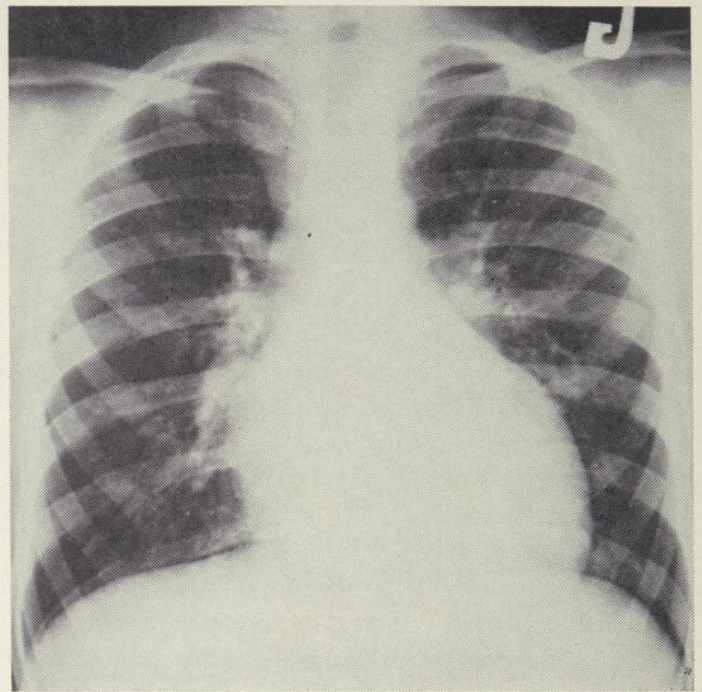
Radiographie cœur-poumon: On a une légère cardiomégalie, avec une congestion hilare discrète.
